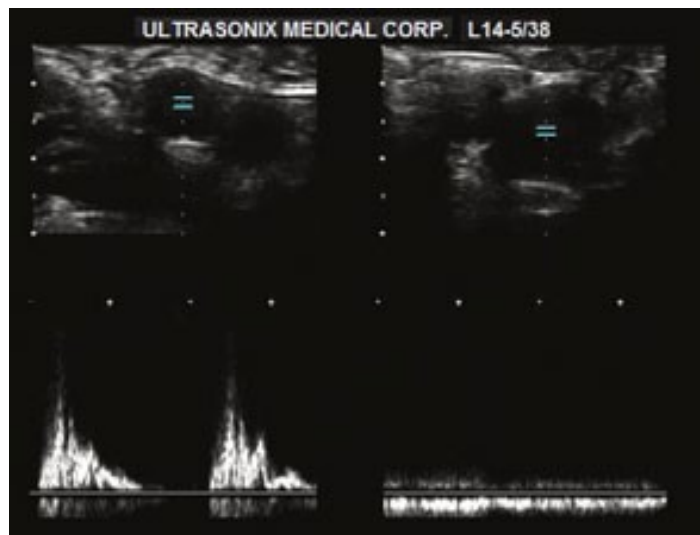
Image échographique de la forme des ondes par Doppler spectral d'un-flux (a) artériel et (b) veineux
